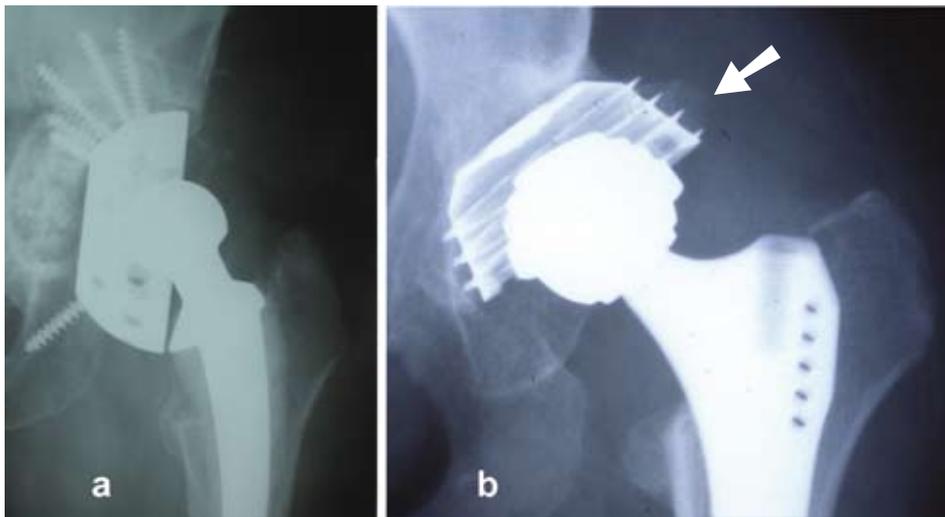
Ungünstige Implantatposition im Röntgenbild mit Einfluss auf die postoperative Rehabilitationsstrategie a) sehr steiler Pfannensitz
